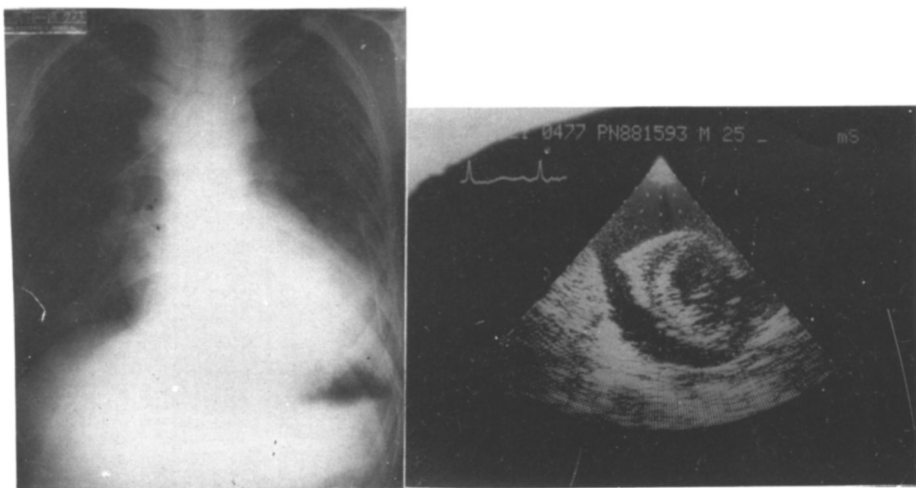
Chest P-A and Echocardiographic Findings of the Patient Case 2.
